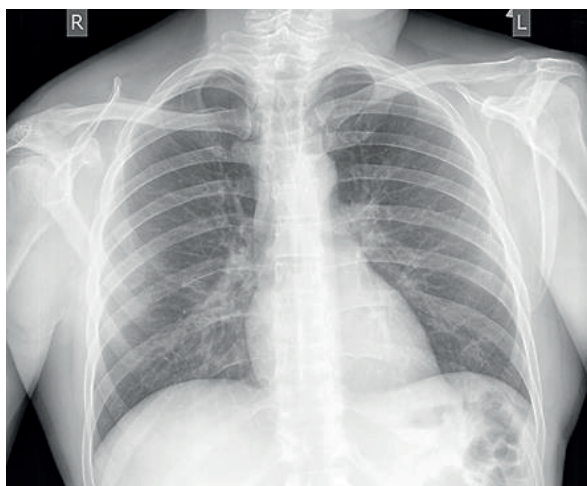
Рентгенограмма органов грудной клетки больного 25 лет при поступлении в клинику (прямая проекция)
